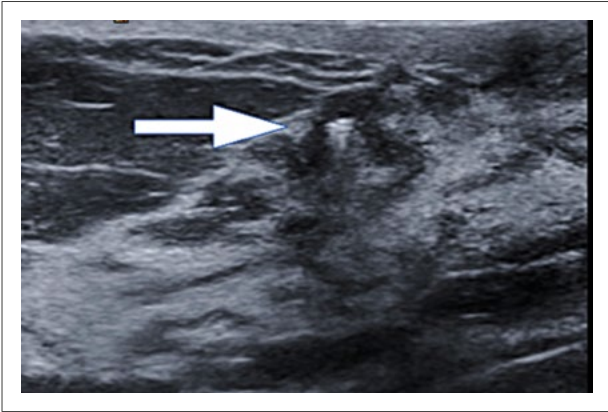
Ecografía para ROLL de tumoración mamaria.
